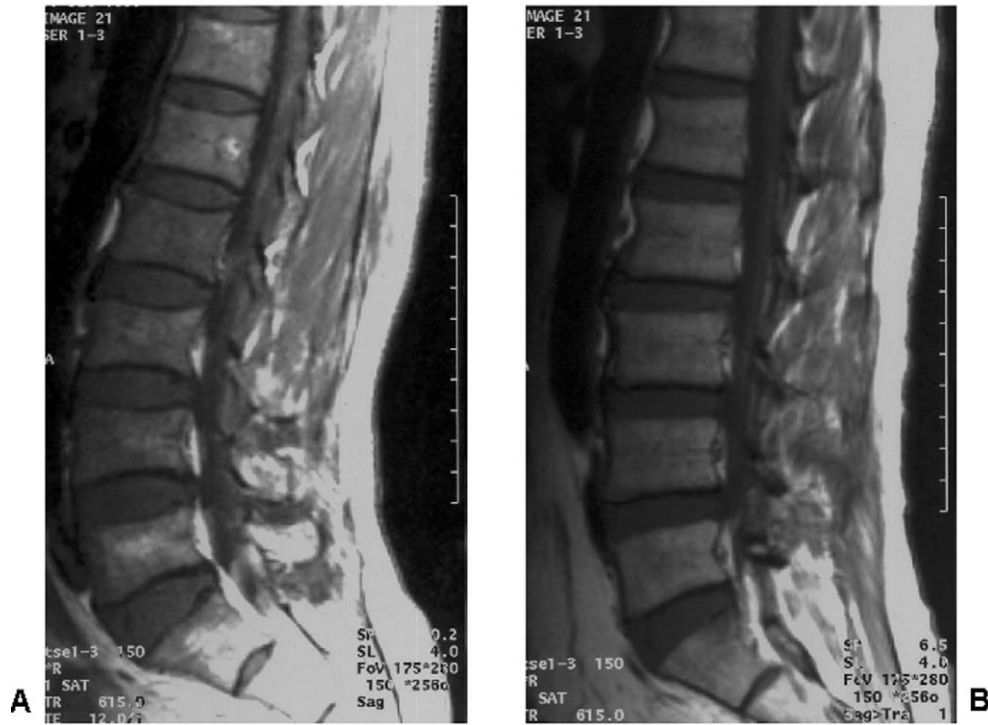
T1-weighted images of lumbar MRI of a 52 years old male painter with leukopenia and hypocellular marrow (A, mean cellularity 20.3 %) was compared to that of a 55 years old man with bulging disc but no evidence marrow disturbance (B). Bone marrow signal index with reference to paravertebral muscle intensity was 0.120 (A) and 0.130 (B) at L1, but was 0.142 (A) and 1.226 (B) at S1. Bone marrow signal intensity of the patient (A) had more heterogeneity, showing mottled pattern, compared to the referent (B).
